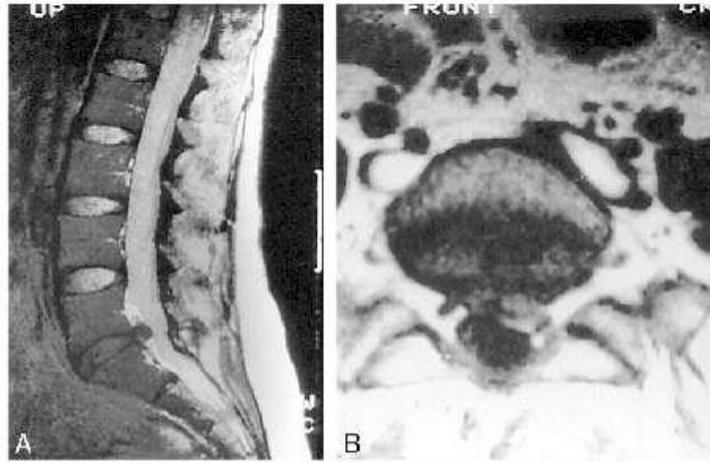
MRI scan shows a herniated disc at L5 and sagittal (left) and axial (right) views.
